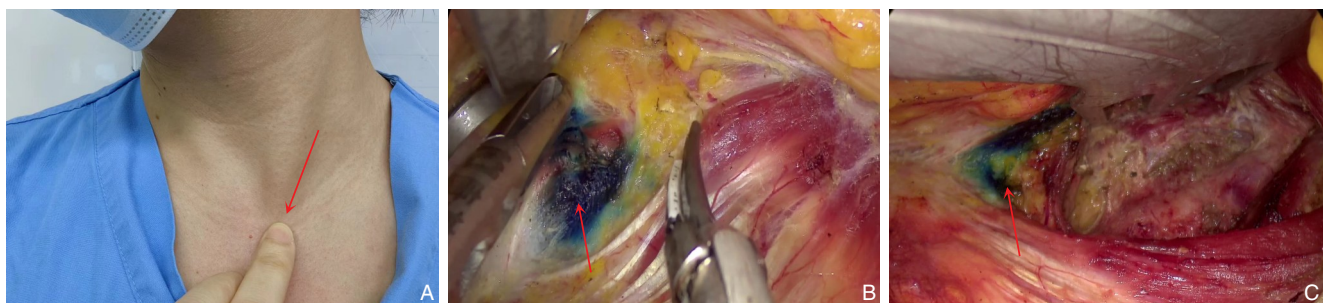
寻找胸锁乳突肌锁骨部与胸骨部间隙质量控制方法一 A: 术前体表触摸标记超声引导下注入<0.1 mL 美兰; B-C: 术中发现美兰即为锁骨部与胸骨部间隙 (此法适合于初学者)
